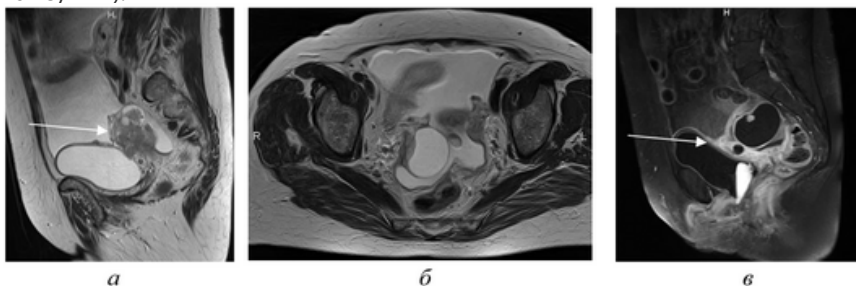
Магнитно-резонансная томография малого таза. Серозная цистаденокарцинома: а — сагитальное T2 взвешенное изображение; б — аксиальное T2 взвешенное изображение; в — постконтрастное T1 взвешенное изображение в режиме FatSat. Стрелка — солидный компонент опухоли, звезда — асцит
